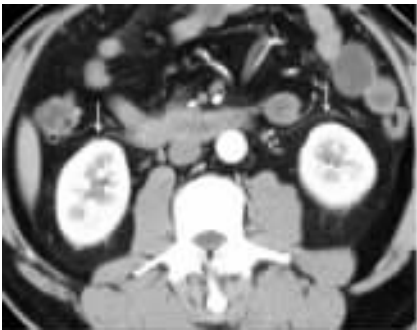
AP 肾周间隙未见受累 CT 图像 (胰腺未显示)
